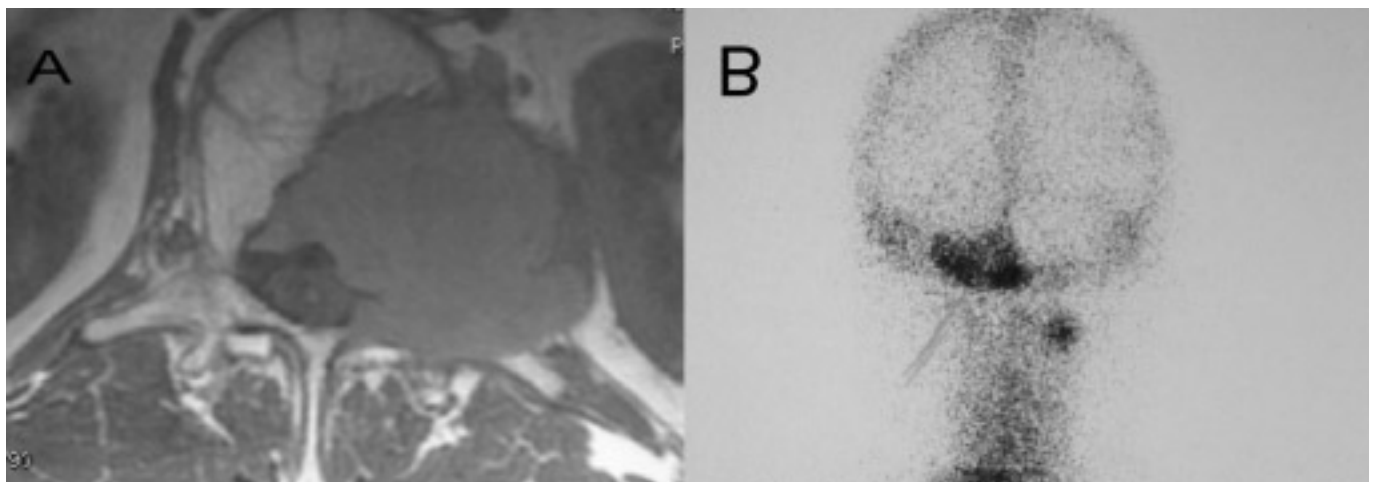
A. Resonancia magnética que muestra una extensa metástasis en el cuerpo vertebral D-10. B. Gammagrafía postero-anterior con Tc99 en la que se aprecia una captación patológica en el cuerpo mandibular derecho, y occipital izquierdo.
